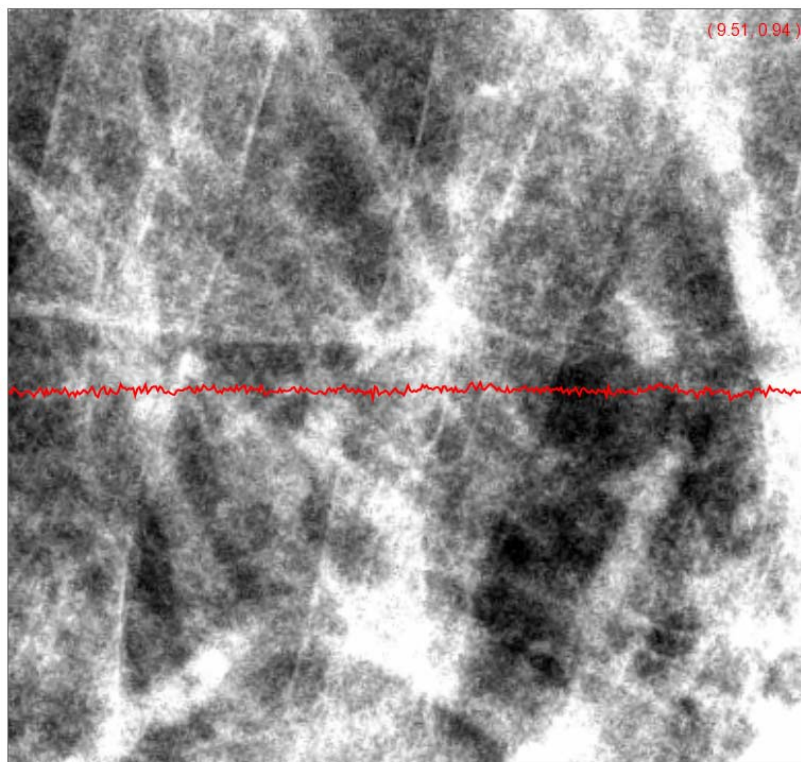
圖三 臨床用 X 光機所得數位胸腔影像 (110kV X-ray image)
